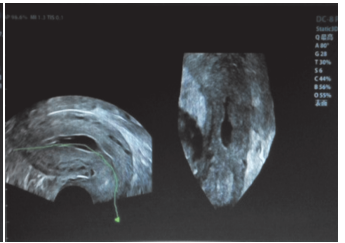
三维超声自由解剖成像示单角子宫宫腔呈管状伴宫腔积液
